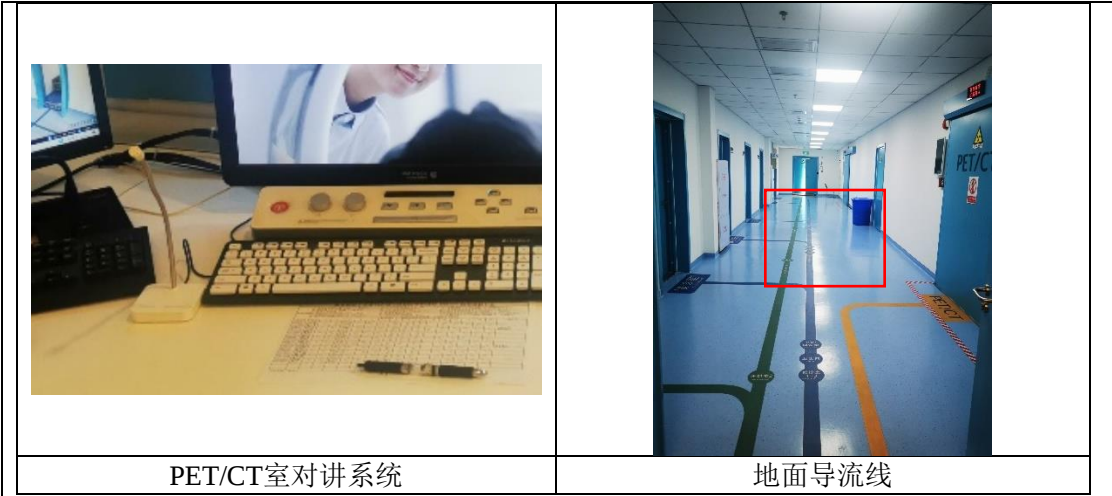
5本项目PET/CT工作场所影像监控装置、摄像头及对讲系统
